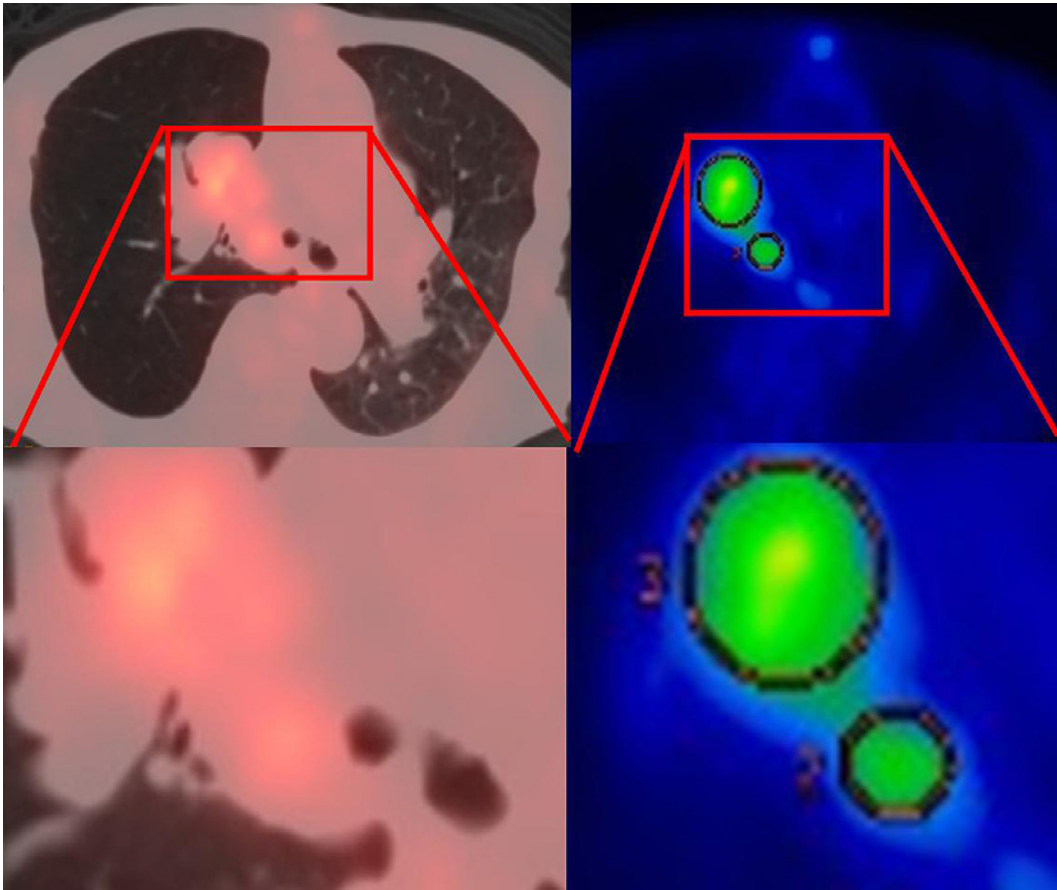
^{18}F -fluorodeoxyglucose positron emission tomography (FDG-PET) showing a high level of accumulation in the mass in the right hilar area and the tumor obstructing the right main bronchial airway.
